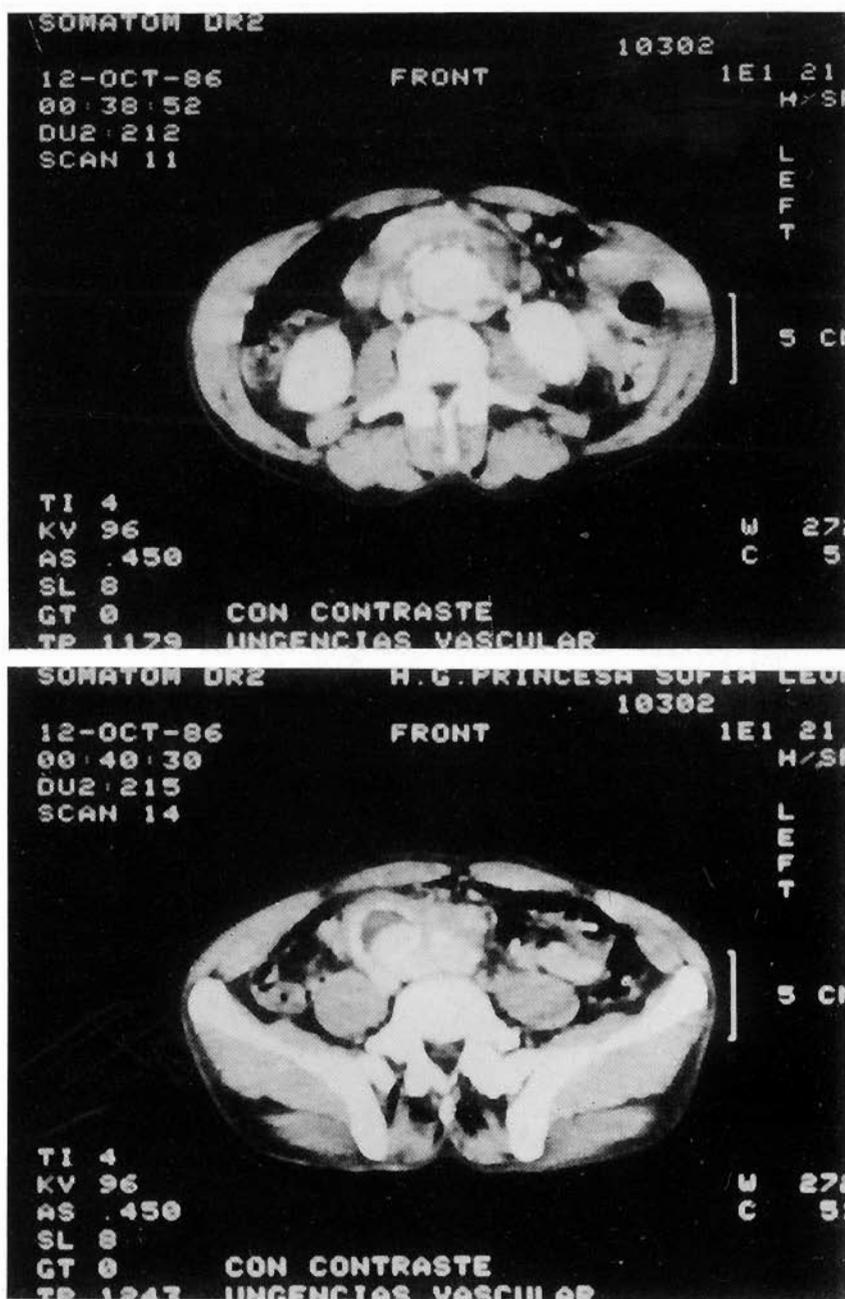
TAC dinámico: aneurisma aorto-iliaco inflamatorio con posibilidad de estar fisurado, discreta hidronefrosis derecha. No afectación de la vena cava.
